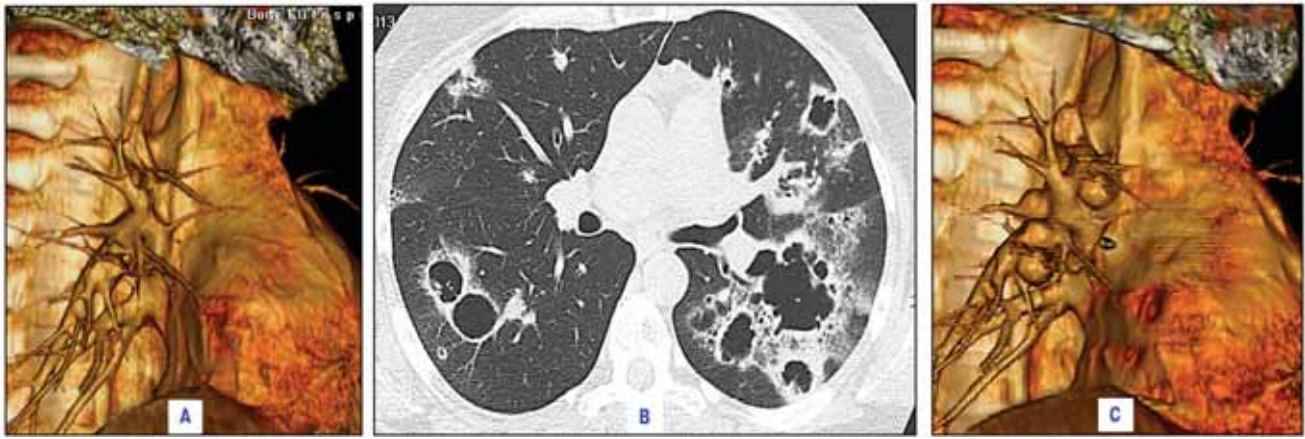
Больная Я. 44 лет. Легочно-медиастинальная форма саркоидоза, паттерн некротического саркоидного гранулематоза: А — первичное обследование (объемный рендеринг в правой боковой проекции) до заболевания — нормальная рентгеноанатомия правого корня и средостения; пик заболевания: В — множественные полостные структуры в легких; С — увеличенные бронхопульмональные лимфатические узлы
